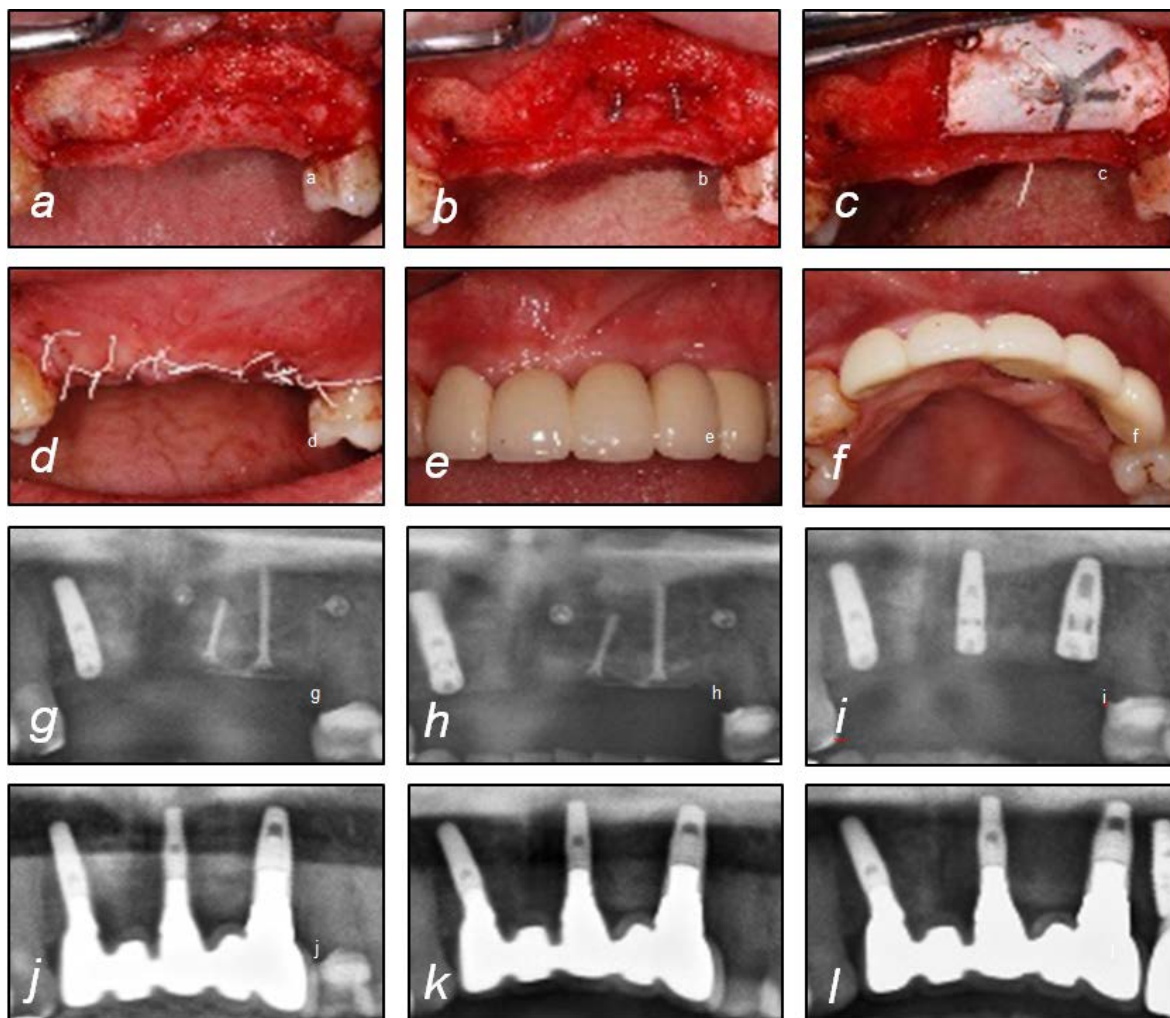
Case 3. Clinical view of (a) pre-operation, (b~d) vertical augmentation, (e, f) post-operation 1 year. Radiographic view of (g) post-augmentation, (h) post-operation 6 months (i) post-implant installation, (j) post-operation 2 years, (k) post-operation 7 years, (l) post-operation 9 years.
